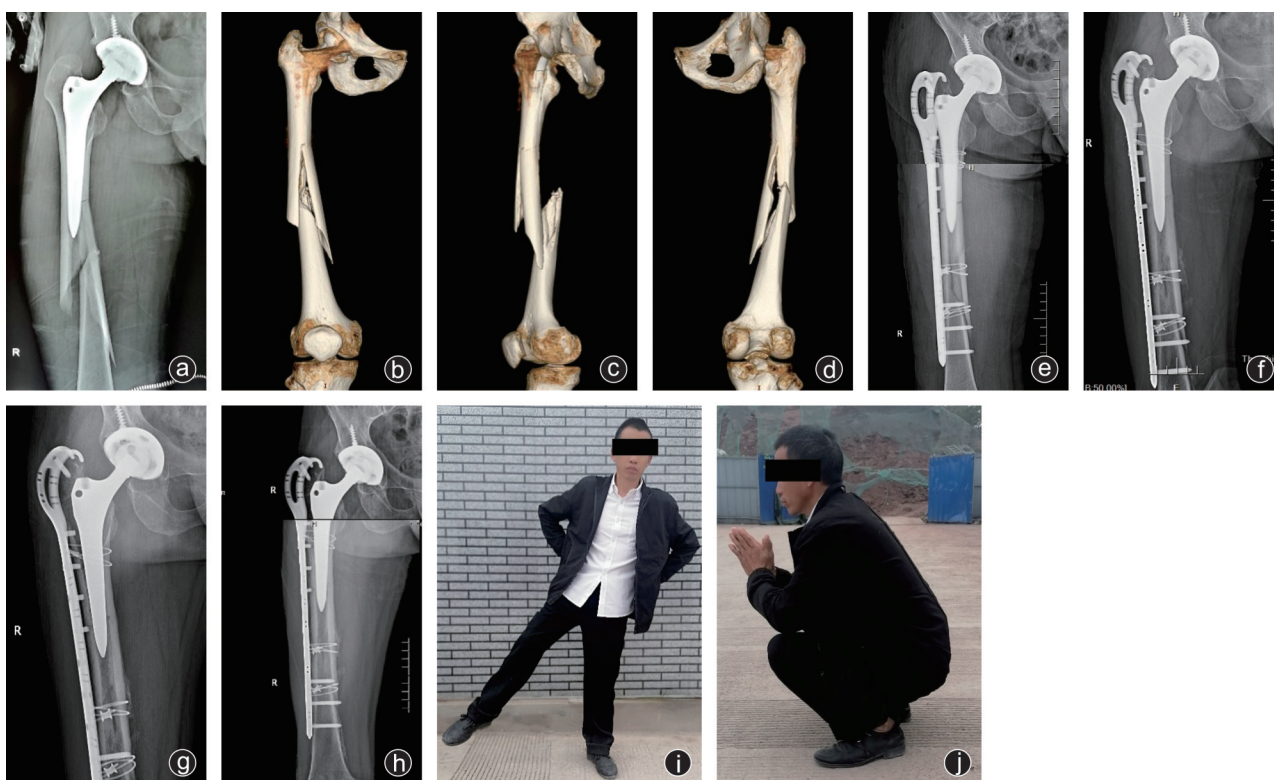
病人,男,49岁,股骨头缺血性坏死(Ficat IV期)行右侧人工THA术后2年多,因滑倒摔伤致右侧股骨假体周围骨折(Vancouver B1型) a~d:术前X线片及患侧股骨三维重建;e:术后3 d股骨侧X线片显示骨折复位良好;f:术后3个月股骨侧X线片显示骨痂生成,骨折线逐渐消失;g:术后4个月股骨侧X线片显示骨折已消失;h:术后1年股骨侧X线片显示骨折已完全愈合,股骨柄周围未见透亮线,假体及钢板未见松动,螺钉及钢缆未见断裂;i,j:术后2年病人髋关节功能情况
